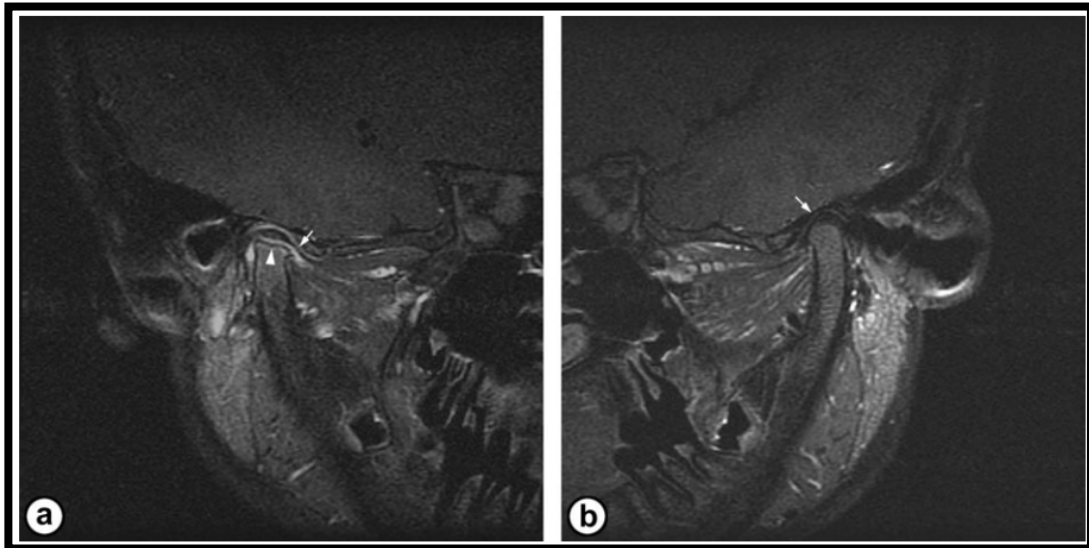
Vistas laterales de resonancia magnética de la articulación temporomandibular. ATM derecha afectada por AIJ (a) y la articulación contralateral sano (b) de una niña de 13 años de edad, erosión del cóndilo derecho (a; punta de flecha) y la posición de la zona intermedia de los discos articulares (flechas a y b)<sup>32</sup>.
